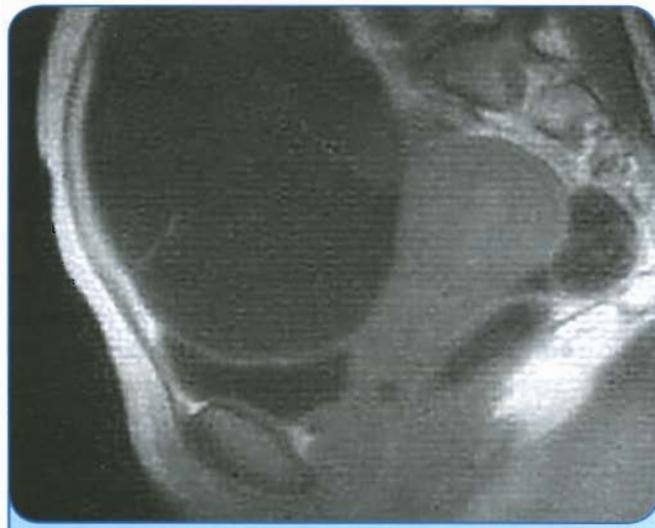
МРТ. Смещение матки и мочевого пузыря массивной серозной цистаденомой яичника
